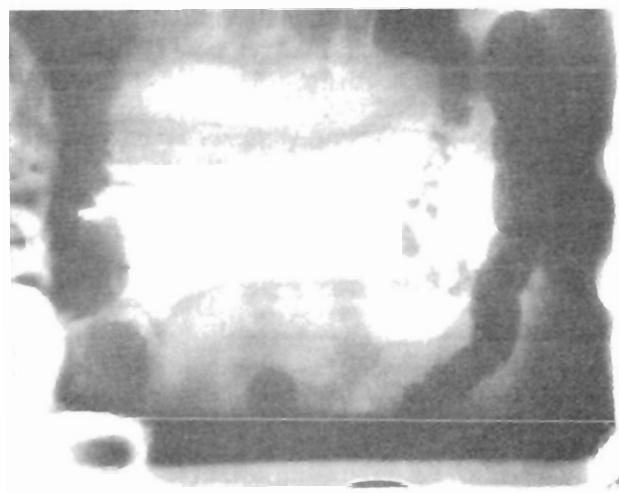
Radiografía de la enferma con infarto orgánico del intestino.
